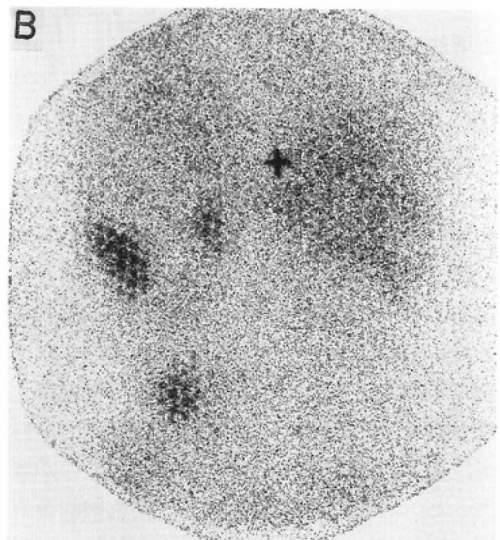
(B) ^{131}I -MIBG scintigram taken three months later, following the third operation again showed tumor recurrence.
